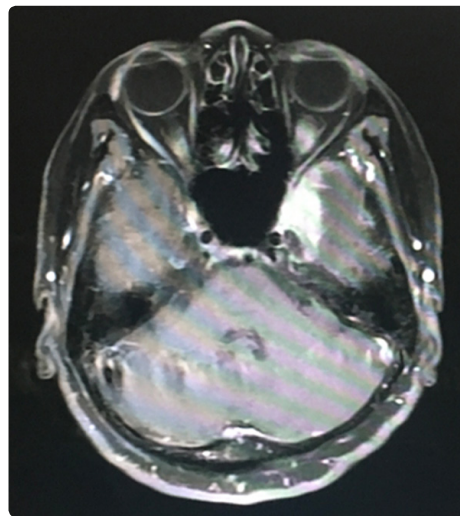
MRI brain: a thick enhancing dural lesion extend into lateral wall of Lt.cavernoussinus and Lt.medialtemporal lobe
